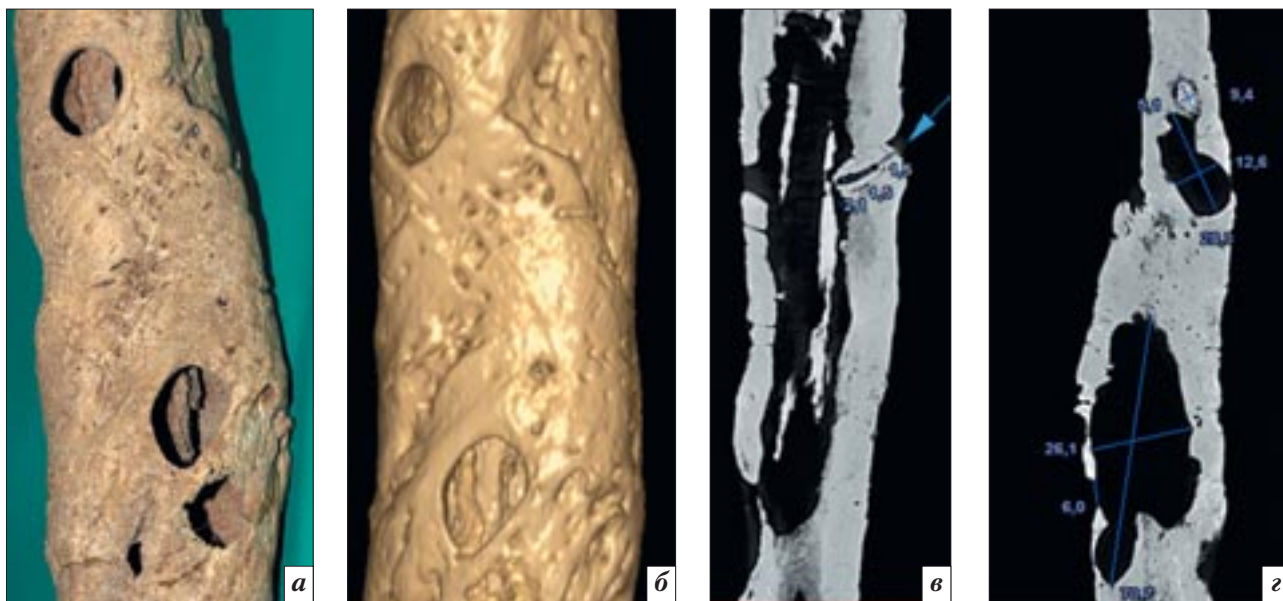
Фотография (а) и КЛК-томограммы (б – 3D-реконструкция, в, г – мультипланарные реконструкции) фрагмента правой плечевой кости, на которых отмечаются признаки гиперостоза за счет ассимилированных периостальных наслоений, множественные секвестральные полости, содержащие центральные и пенетрирующие кортикальные секвестры (размеры в мм). Распространенность патологических изменений с заинтересованностью всего диафиза, наличие множества секвестральных полостей и свищей более характерно для гематогенного остеомиелита.
